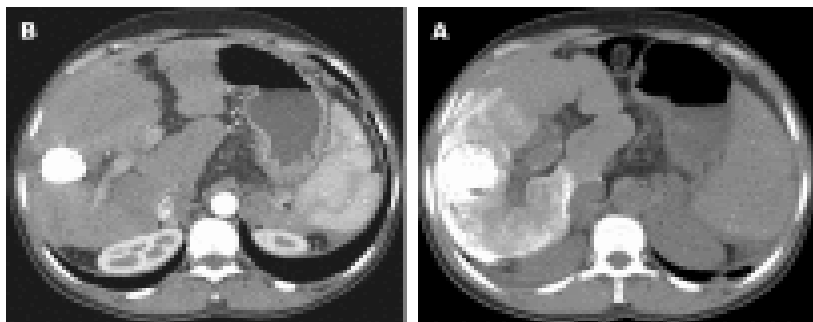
Компьютерная томография с контрастом сразу после химиоэмболизации (А) и через 2 недели (В) [18]
